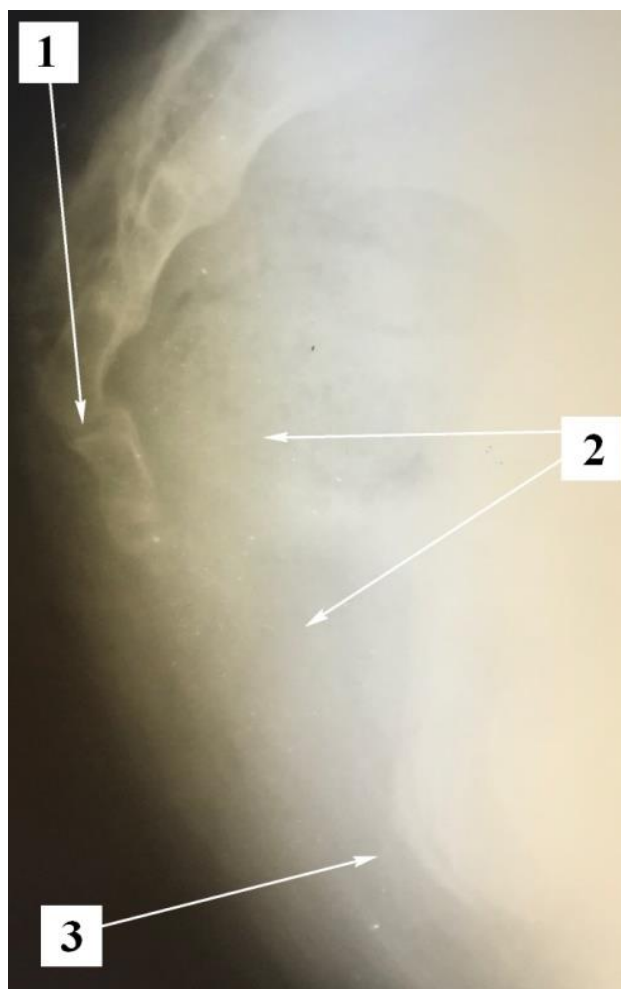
Хвора Ц., 12 років, МКСХ №14591. Д-з: Застарілий перелом куприка зі зміщенням. Рентгенографія крижово-куприкової ділянки в боковій проекції: 1- деформація куприка в місці його перелому; 2 – газ в просвіті прямої кишки; 3 – розширений канал відхідника.
